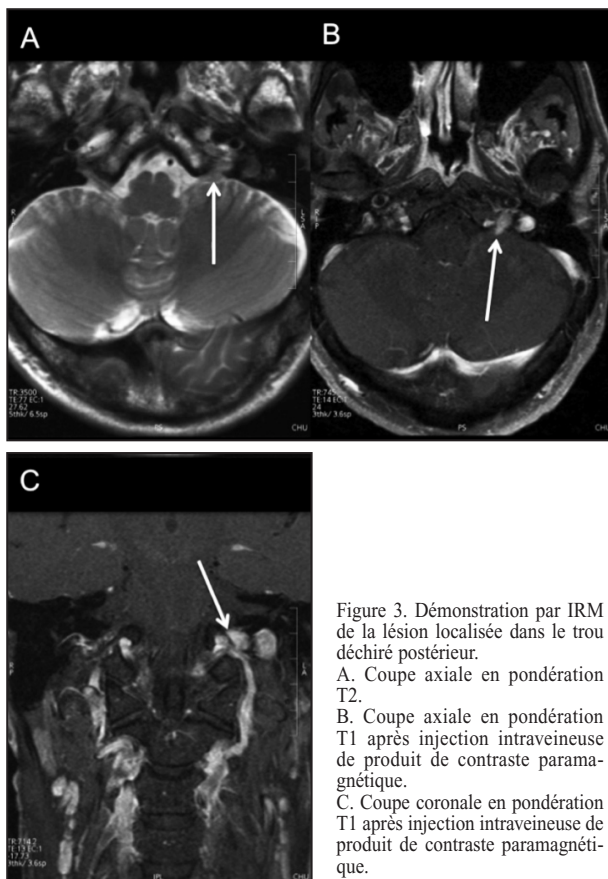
Démonstration par IRM de la lésion localisée dans le trou déchiré postérieur.
